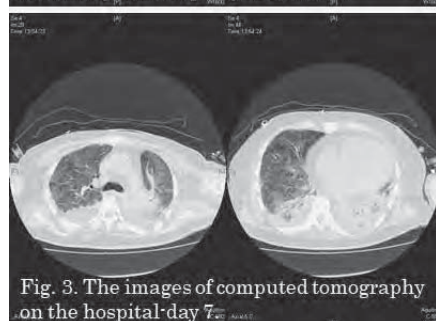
The images of computed tomography on the hospital day 7.
